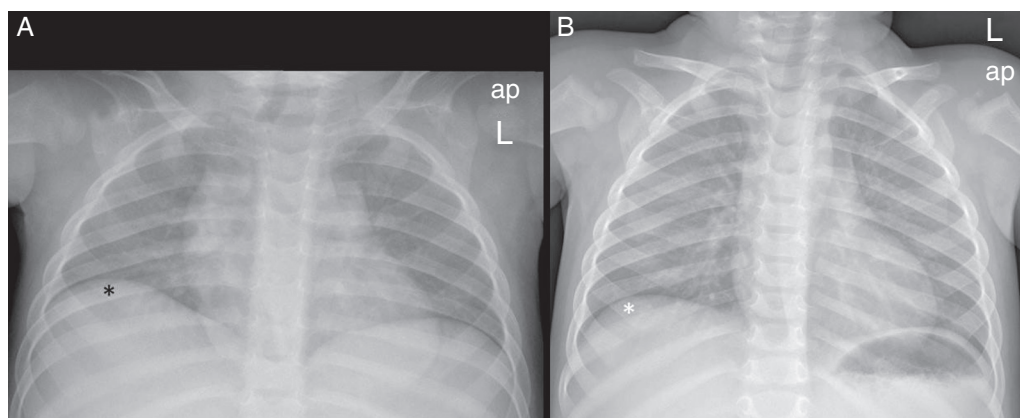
Radiografía (Rx) de tórax anteroposterior en espiración e inspiración en una niña de 15 meses de edad. A) Rx espirada con el diafragma proyectado por encima del cuarto arco costal anterior (asterisco). Se aprecia cardiomegalia, ensanchamiento mediastínico, borrosidad de la trama broncovascular y desplazamiento de la tráquea hacia la derecha. B) Al repetir la Rx de tórax bien inspirada, con el diafragma situado por encima del sexto arco costal anterior (asterisco), se observa que el corazón y el mediastino recuperan un tamaño normal, la trama broncovascular es normal y la tráquea se encuentra en la línea media.
